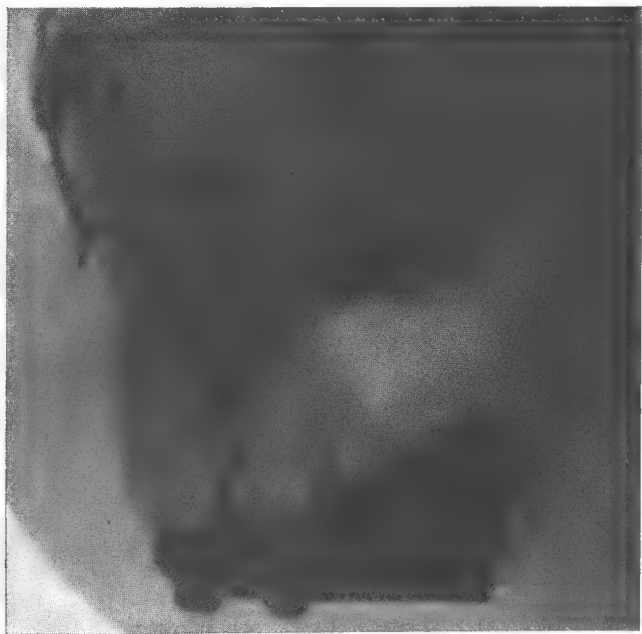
(Obs. II). Radiographie antéopératoire.
